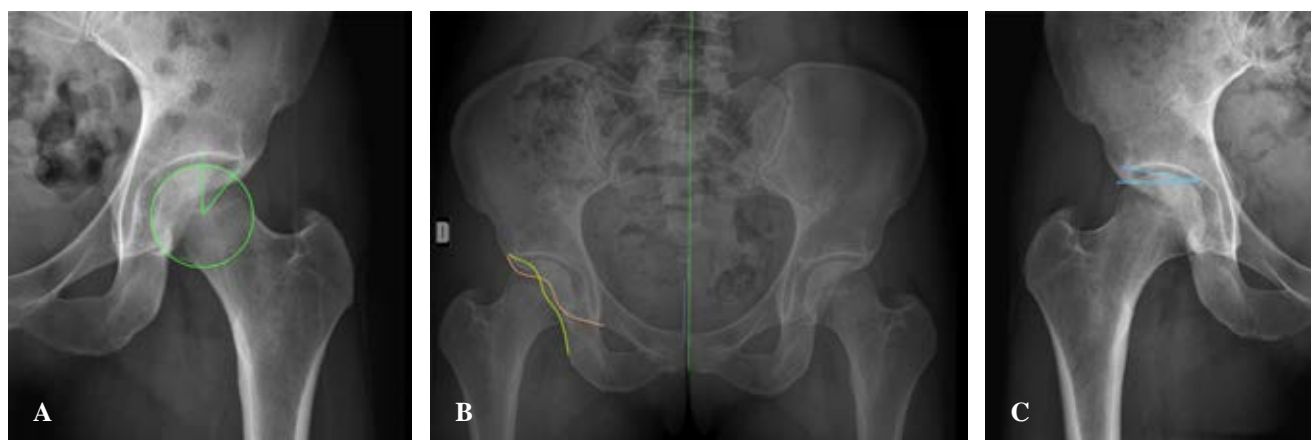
A) Ángulo de Wiberg o centro borde. B) Radiografía anteroposterior de pelvis con signo de crossover. C) Ángulo de Tönnis.
